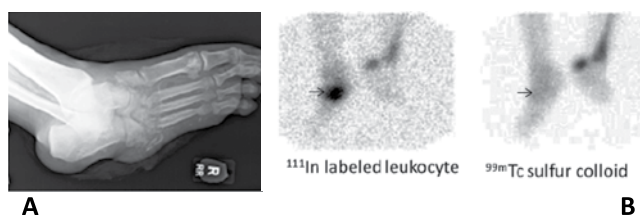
Osteomyelitis of a neuropathic joint. (A) The radiograph demonstrates midfoot joint derangement with extensive osseous erosions, increased bony fragmentation, and debris formation consistent with a neuropathic joint. It is difficult to exclude superimposed osteomyelitis. (B) On the In-111 labeled leukocyte image (left), there is intensely increased activity in the right mid foot (arrow). On the bone marrow image (right) there is no corresponding activity (arrow), and the combined study is positive for osteomyelitis. Note also the increased activity in the left hind foot on both the labeled leukocyte and bone marrow images. This indicates the presence of functioning bone marrow, not infection
